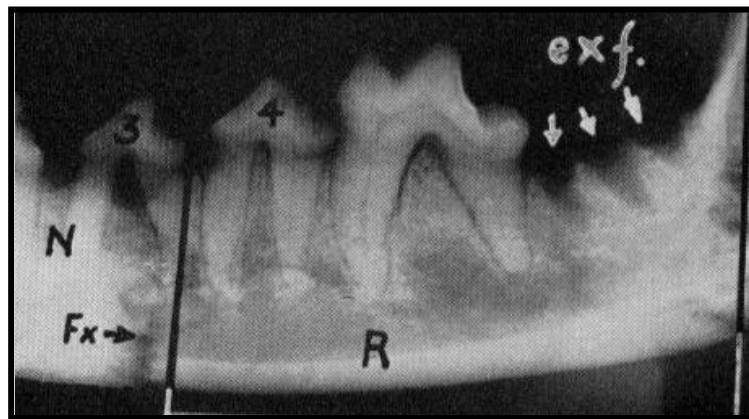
Radiografía de área dentada expuesta a 7.000 rad, se observa fractura patológica en la unión de la zona irradiada y la no irradiada (Fx), aumento del espacio de la membrana periodontal, área edéntula por exfoliación dentaria.⁽⁷⁶⁾
